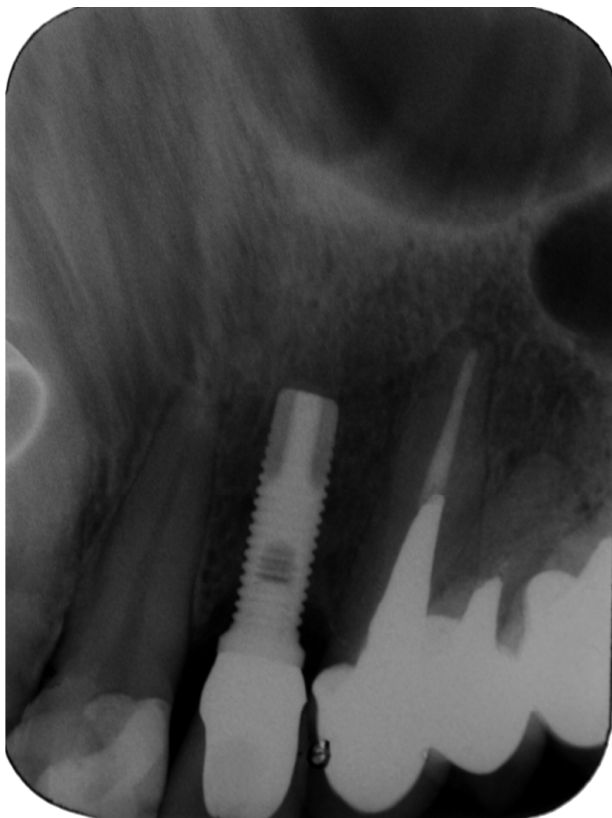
Radiografia periapical imediatamente após a instalação da prótese.
